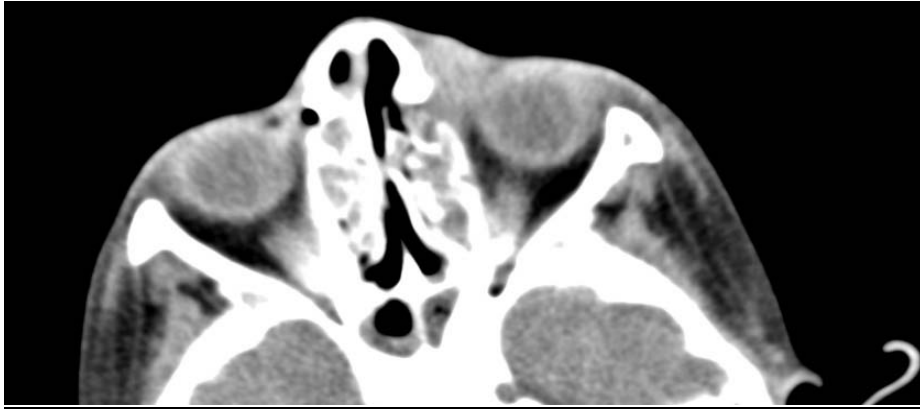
TDM faciale en coupe axiale objectivant un comblement bilatérale, des cellules ethmoïdales, lyse de la lame papyracée et début de cellulite pré-septale sans collection.
